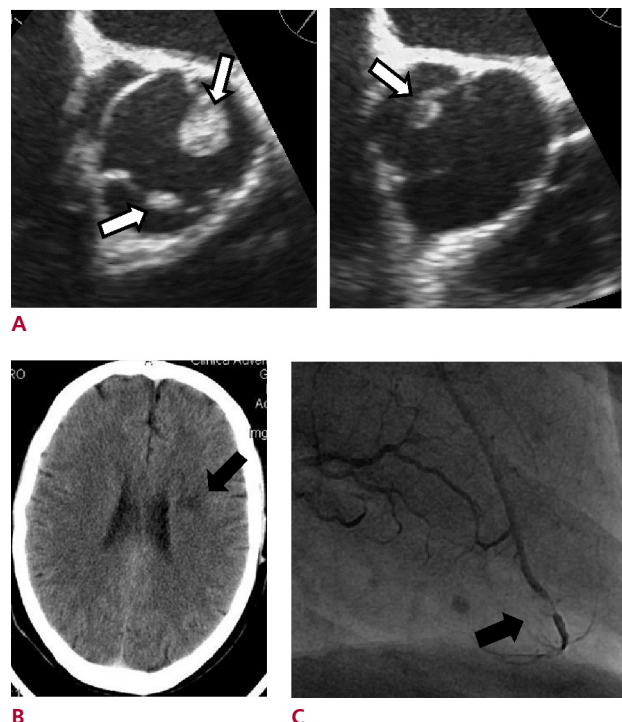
A y B. Imágenes obtenidas en el eje corto del ecocardiograma bidimensional transesofágico preoperatorio, que muestran una masa móvil sobre la cúspide coronariana izquierda y dos masas más sobre las cúspides coronariana derecha y no coronariana, respectivamente. C. Imagen de tomografía computarizada cerebral preoperatoria que muestra una lesión isquémica focal (flecha). D. Angiografía coronaria preoperatoria con una estenosis distal de la arteria descendente anterior (flecha), probablemente debida a embolia.
